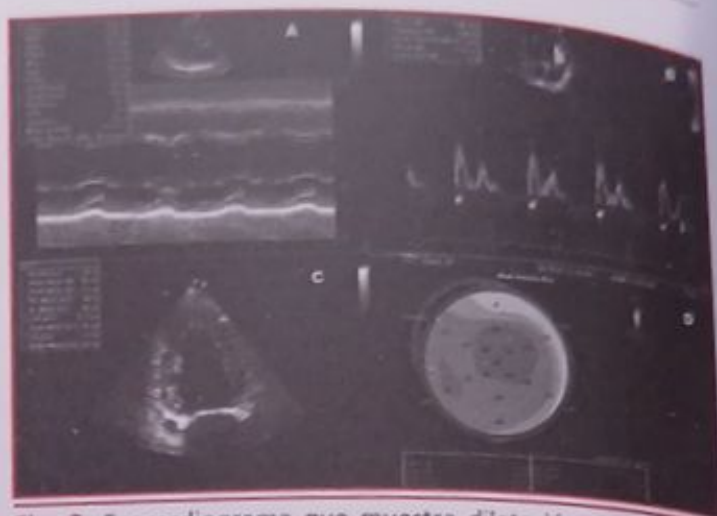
Ecocardiograma que muestra dilatación del ventrículo izquierdo (A) con disfunción diastólica (B) y sistólica (C y D) de grado moderado.
